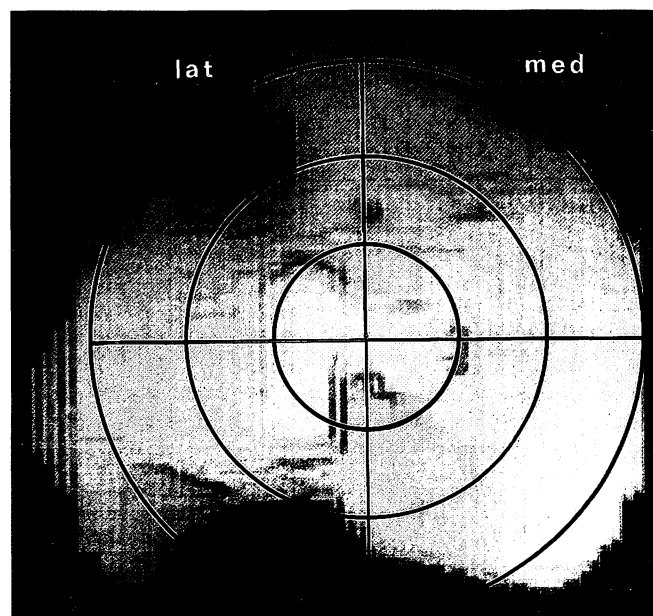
3-D-Rekonstruktion von CT-Datensätzen einer linken Tibia eines Merinoschafes. Standardisierte Unterteilung der Gelenkfläche: durch den Mittelpunkt (zwischen Tubercula intercondylaria) wird ein Koordinatensystem gelegt, das durch 3 konzentrische Kreise weiter unterteilt wird
